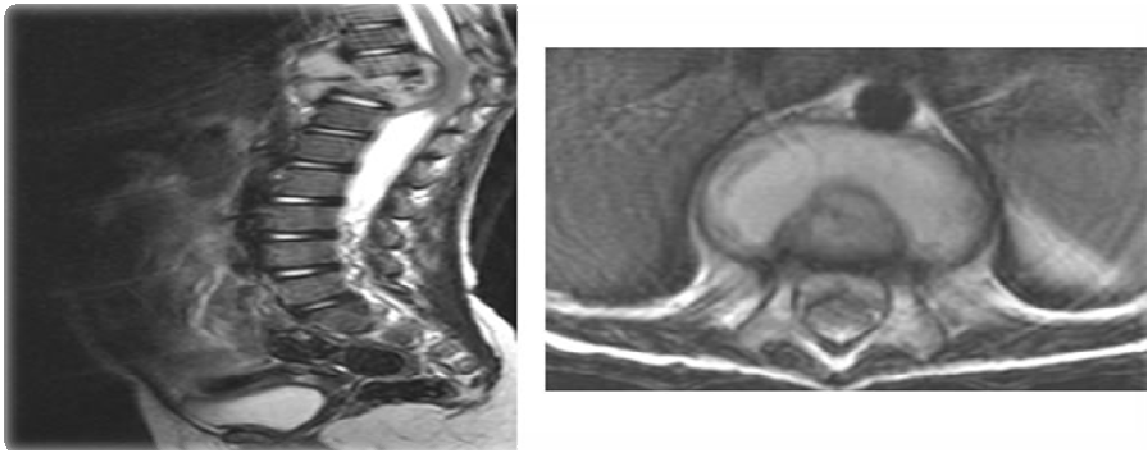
IRM en coupe Sagittal T2, axial T1+ Gado : tassement D11–D12, abcès prévertébral volumineux et épidural antérieur comprimant la moelle.
